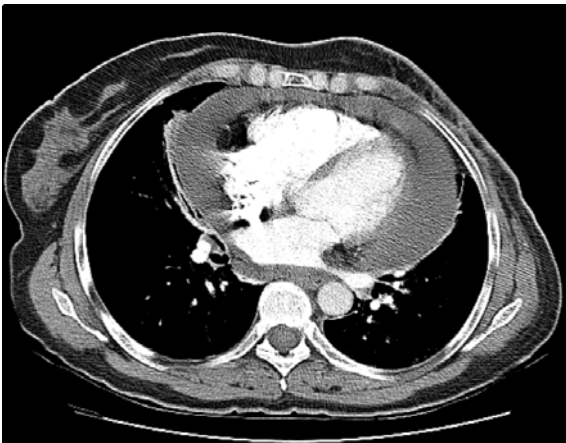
Imaxe obtida por TAC dunha doente con derramo pericárdico secundario a metástases intrapericárdica por cancro de mama.
